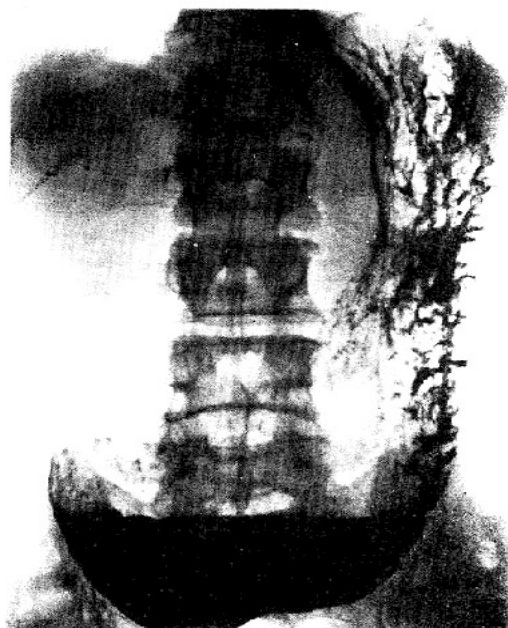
Рентгенологическая картина при пилородуоденальном стенозе
